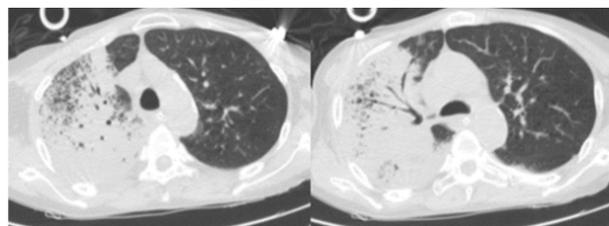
病例 6 入院时(2020-07-31)肺部 CT
